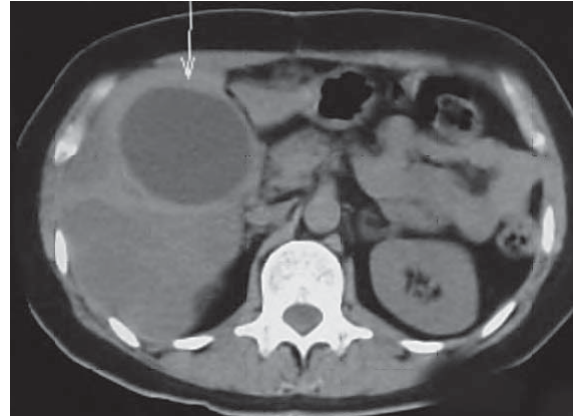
/7. TAC de abdomen. Absceso hepático secundario a absceso apendicular.
